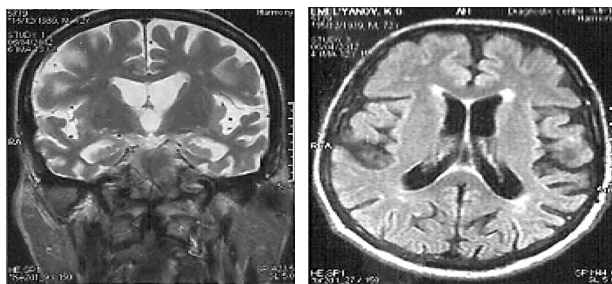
МРТ больной с болезнью Альцгеймера в стадии деменции
